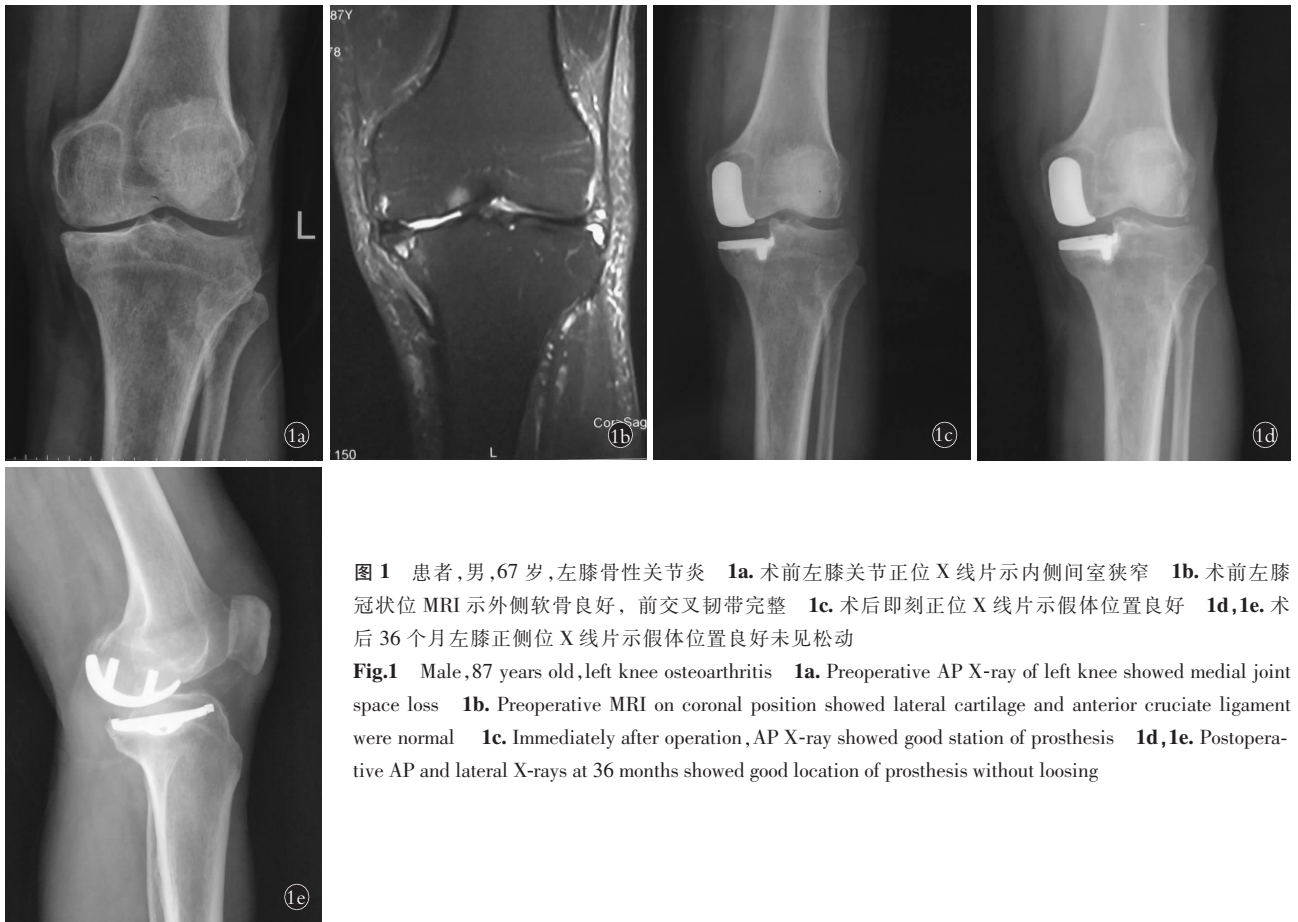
患者,男,67 岁,左膝骨性关节炎 1a. 术前左膝关节正位 X 线片示内侧间室狭窄 1b. 术前左膝冠状位 MRI 示外侧软骨良好,前交叉韧带完整 1c. 术后即刻正位 X 线片示假体位置良好 1d,1e. 术后 36 个月左膝正侧位 X 线片示假体位置良好未见松动
